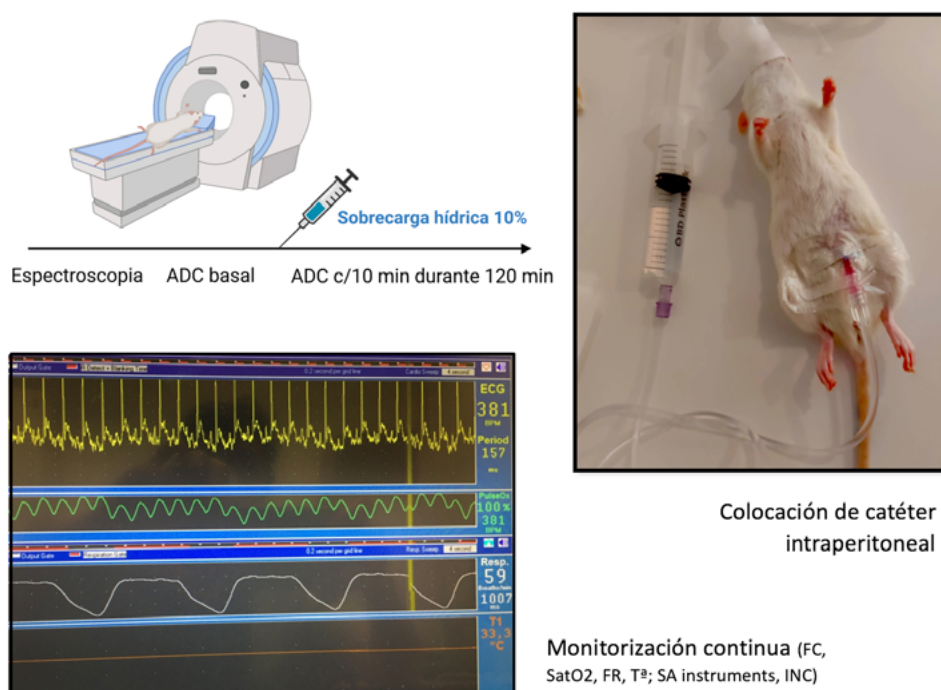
Preparación y monitorización de los animales para la resonancia magnética. Figura creada con BioRender.com.
